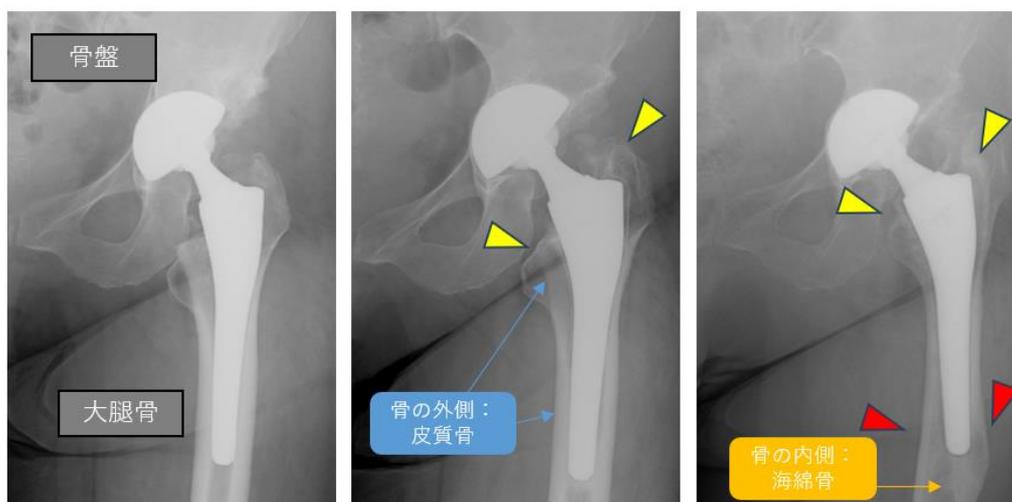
無菌性ゆるみの例（左から手術直後、2年後、9年後の左骨盤 X線写真）
